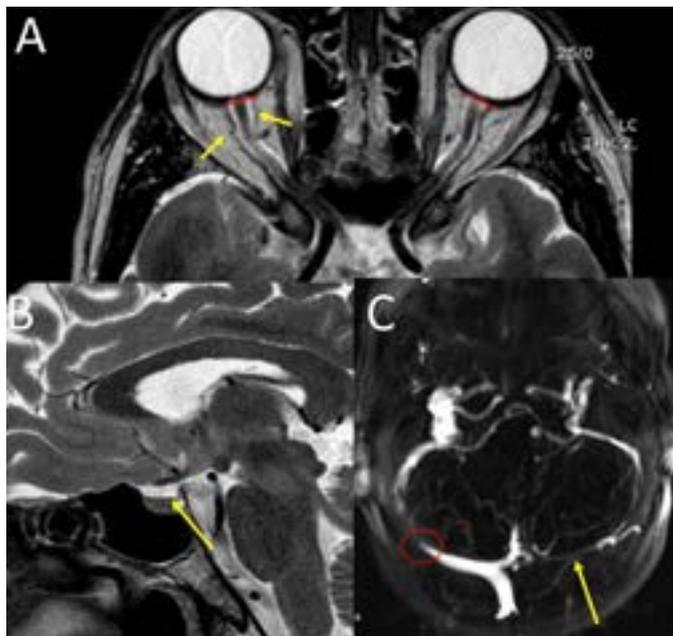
Protocolo de RM para valoración de la hipertensión Intracraneal idiopática. A. Corte axial potenciado en T2 en el que se objetiva un aplanamiento del borde escleral posterior (líneas rojas) y leve tortuosidad y ectasia de la vaina del fascículo óptico (flecha amarilla). B. Corte sagital de silla turca potenciado en T2 en el que se objetiva pérdida de la convexidad de la adenohipófisis (flecha amarilla). C. corte axial secuencial de flebo RM en el que se observa una estenosis de la porción lateral del seno transversal derecho (círculo rojo) y una estenosis severa del izquierdo (flecha amarilla). Los hallazgos descritos son compatibles con el diagnóstico de sospecha de hipertensión intracraneal idiopática.
